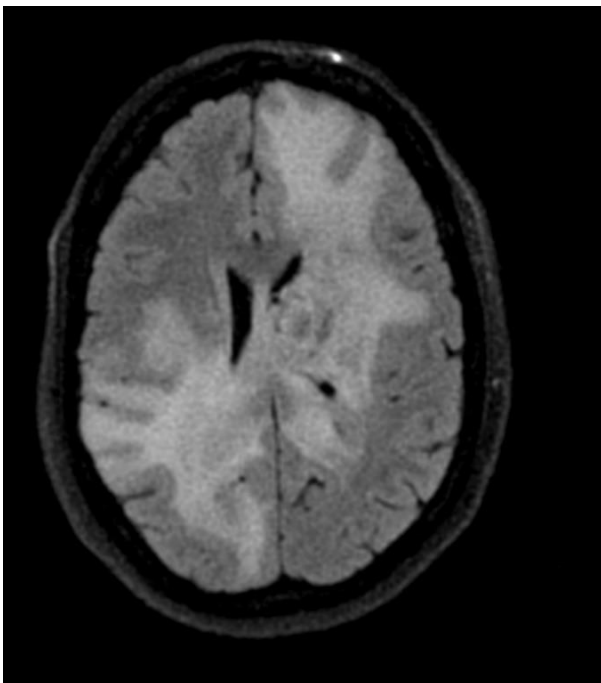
FLAIR Aufnahme eines GBM im Corpus callosum. Deutlich zu sehen ist das hyperintense, ausgeprägte perifokale Ödem in beiden Hemisphären um den Tumor.
